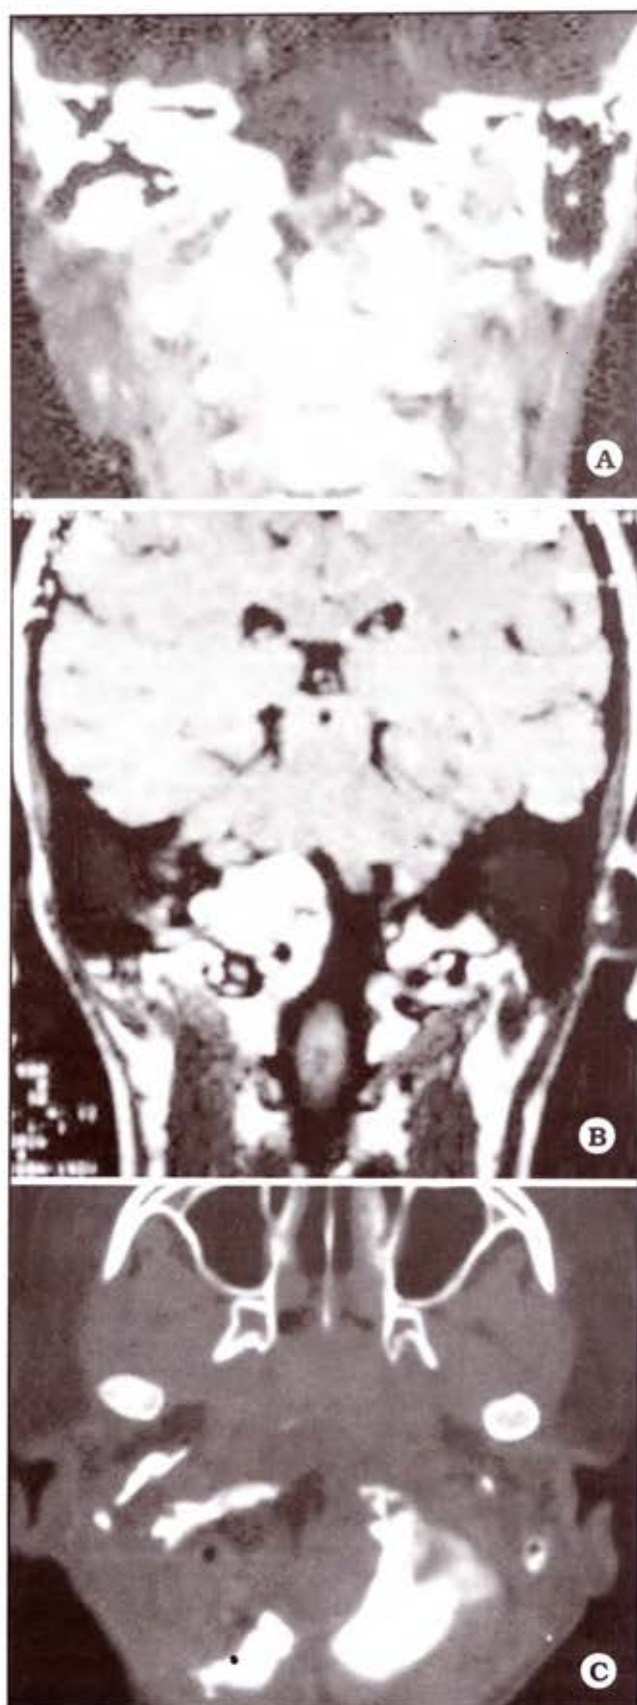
A. TAC. B. IRM preoperatoria mostrando cordoma de clivus, con extensión al cóndilo derecha. C. TAC postoperatoria.
